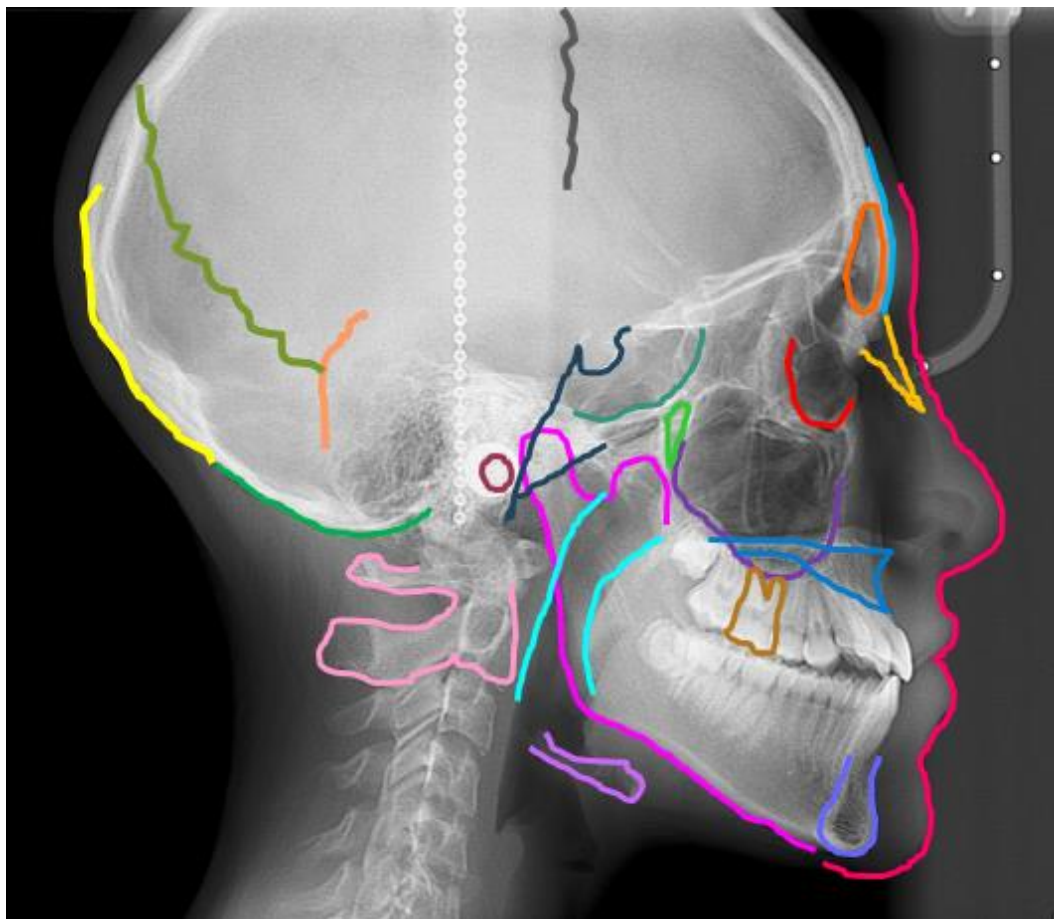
Estructuras anatómicas que se observan en una radiografía lateral de cráneo cefalométrica. Fuente propia
